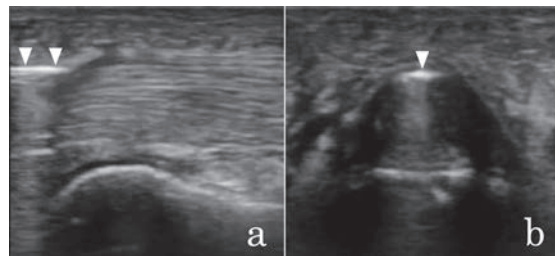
腱鞘切開刀のガイド部分がA1 腱鞘の下層に確実に挿入されていることを超音波画像で確認する。a: 長軸像, b: 短軸像。
